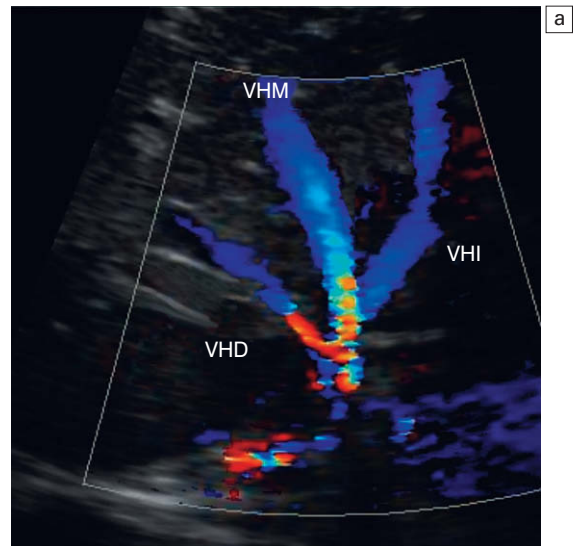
a) Vista transversal de Doppler color del hígado a través de una aproximación subcostal. Esta apariencia de «pata de gallo» en color de las tres venas hepáticas confirma su permeabilidad. La dirección del flujo se aleja del transductor y se dirige hacia el corazón. Venas hepáticas derecha, media e izquierda (VHD, VHM, VHI). b) Imagen de Doppler energía de este paciente, que muestra la convergencia de cinco venas hepáticas (VH). La presencia de ramas accesorias es muy frecuente.
